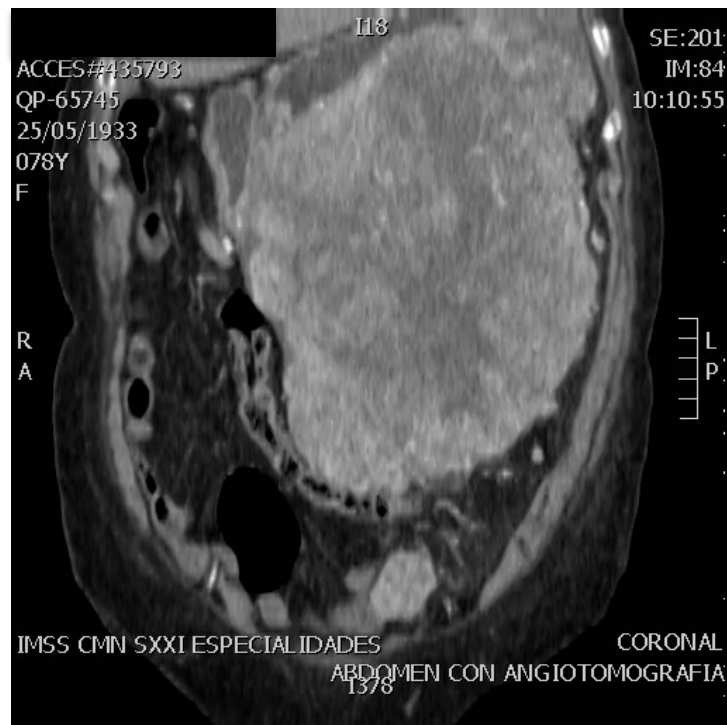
Tomografía de Caso 2. Tumor dependiente de estómago que desplaza estructuras.
